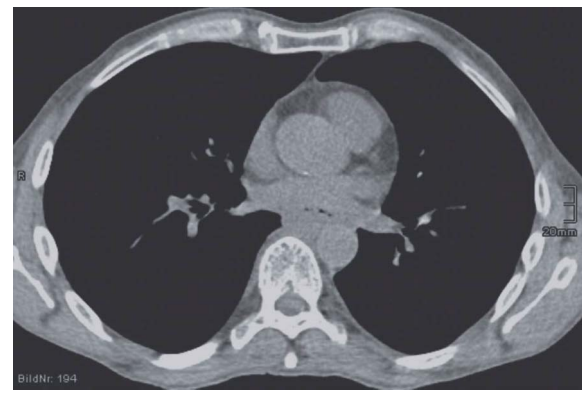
CT-Abdomen (Nov. 2010): nach 3 Zyklen der Chemioimmuntherapie Größenregredienz auf 28 x 18 mm
